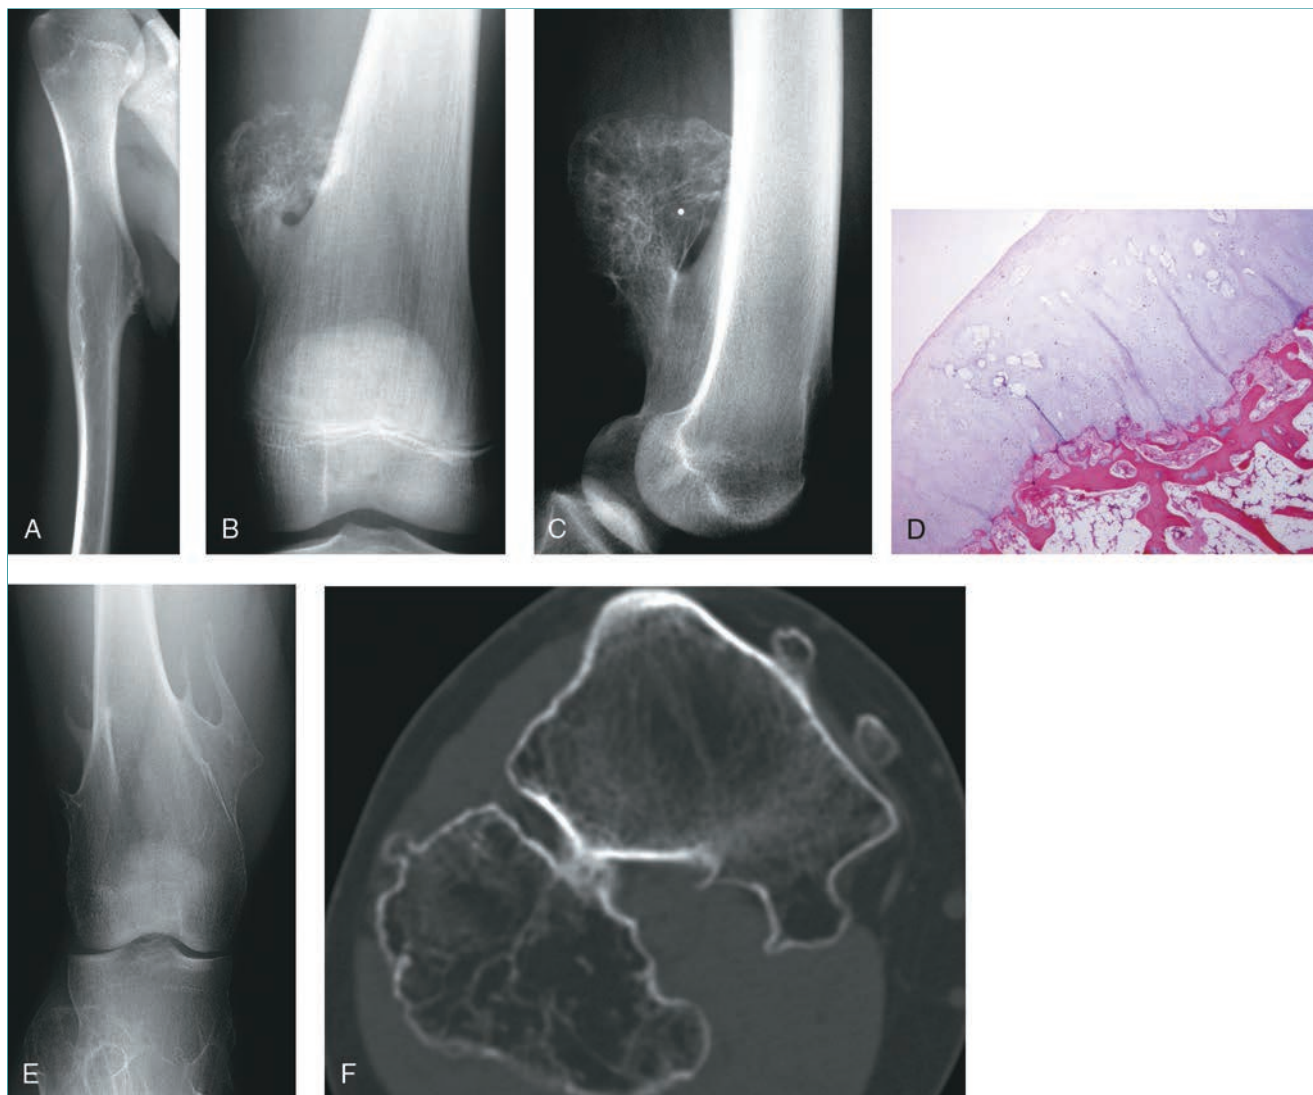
7 Osteocondroma. A, Osteocondroma sésil observado en la radiografía anteroposterior del húmero derecho de un niño de 14 años. Las radiografías anteroposterior (B) y lateral (C) del fémur distal de un niño de 11 años muestran un osteocondroma pediculado en la región medial del fémur distal. La porción medular del pedículo de la lesión se continúa con la cavidad medular del fémur distal. Obsérvese también la continuidad cortical. D, La imagen microscópica con poco aumento de un osteocondroma muestra una cubierta de cartílago con células de cartílago dispuestas en columnas de manera parecida al cartílago de crecimiento. E, Radiografía anteroposterior de la rodilla derecha de un joven de 18 años con exostosis hereditaria múltiple. Obsérvese las diversas lesiones pequeñas y el ensanchamiento de la metáfisis. F, La TC axial del mismo paciente de la figura E muestra la extensión posteromedial de la lesión en el peroné proximal. (F reproducida con autorización de Weber KL, O'Connor MI: Benign cartilage lesions, en Schwartz HS, ed: *Orthopaedic Knowledge Update: Musculoskeletal Tumors*, ed 2. Rosemont, IL, American Academy of Orthopaedic Surgeons, 2007, pp 87-102.)
